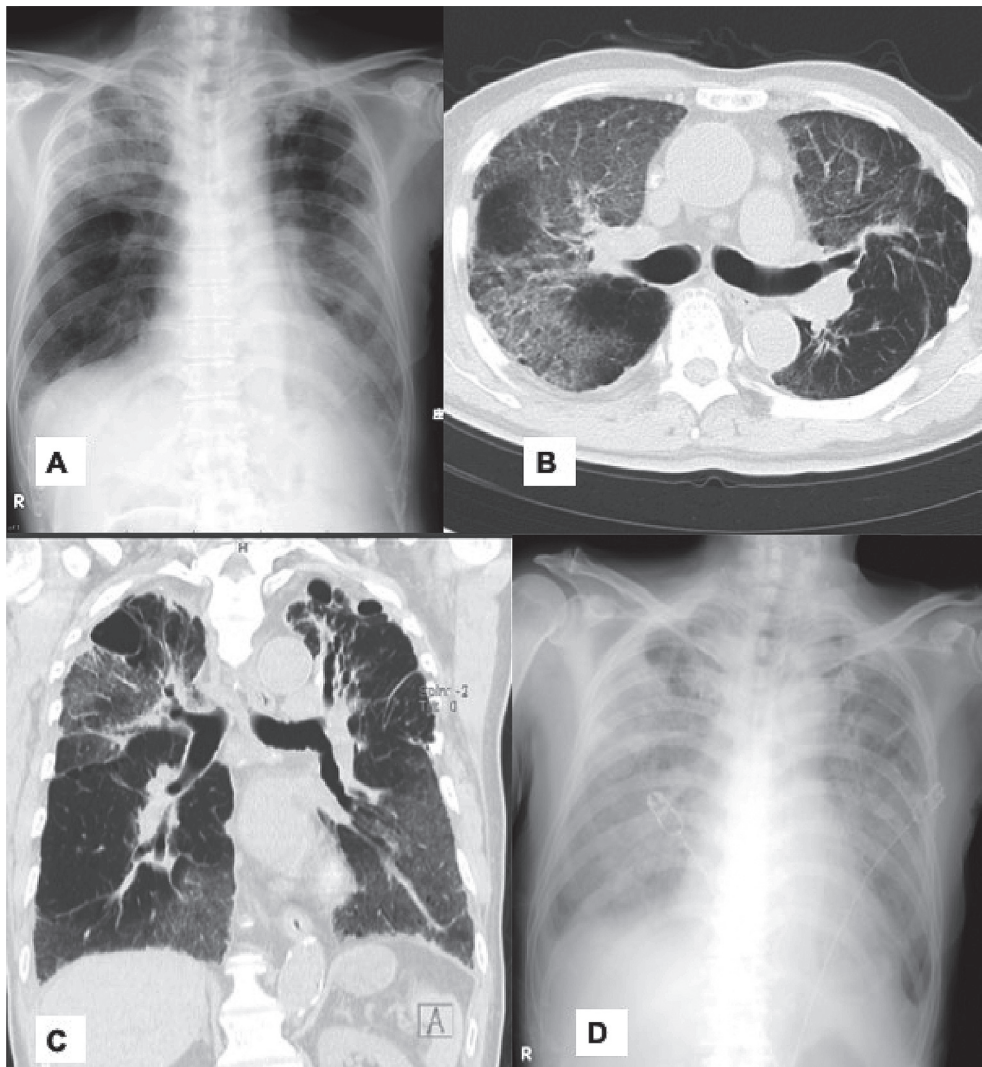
(A) Chest X-ray examination showed a hypolucent shadow in both lung field on day 1. (B) A sagittal chest CT scan revealed ground glass opacity in right upper and middle lobes and left upper lobe on day 1. (C) Chest CT scan of coronal section revealed cystic lesion in both upper lobes and diffuse ground glass opacity on day 1. (D) Bilateral lung involvement remarkably got worse on day 5.
